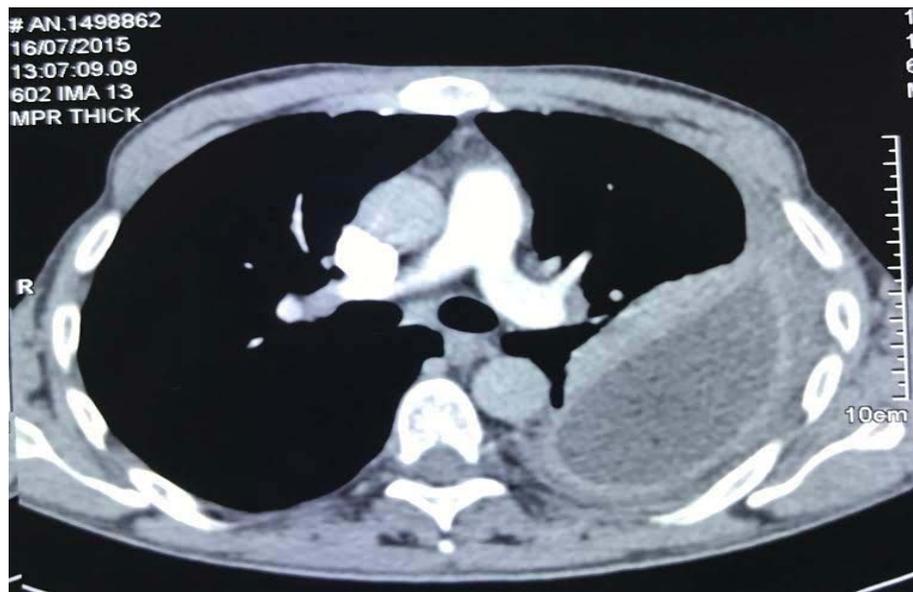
TDM thoracique montrant une pleurésie gauche enkystée de moyenne abondance, avec épaissement pleural.
